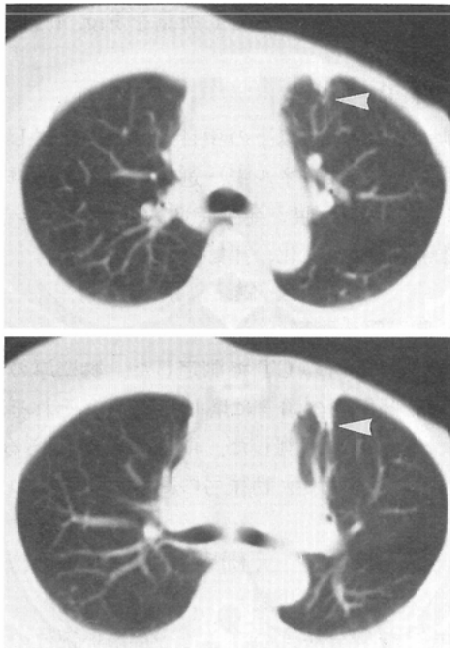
CT pattern of pulmonary change
